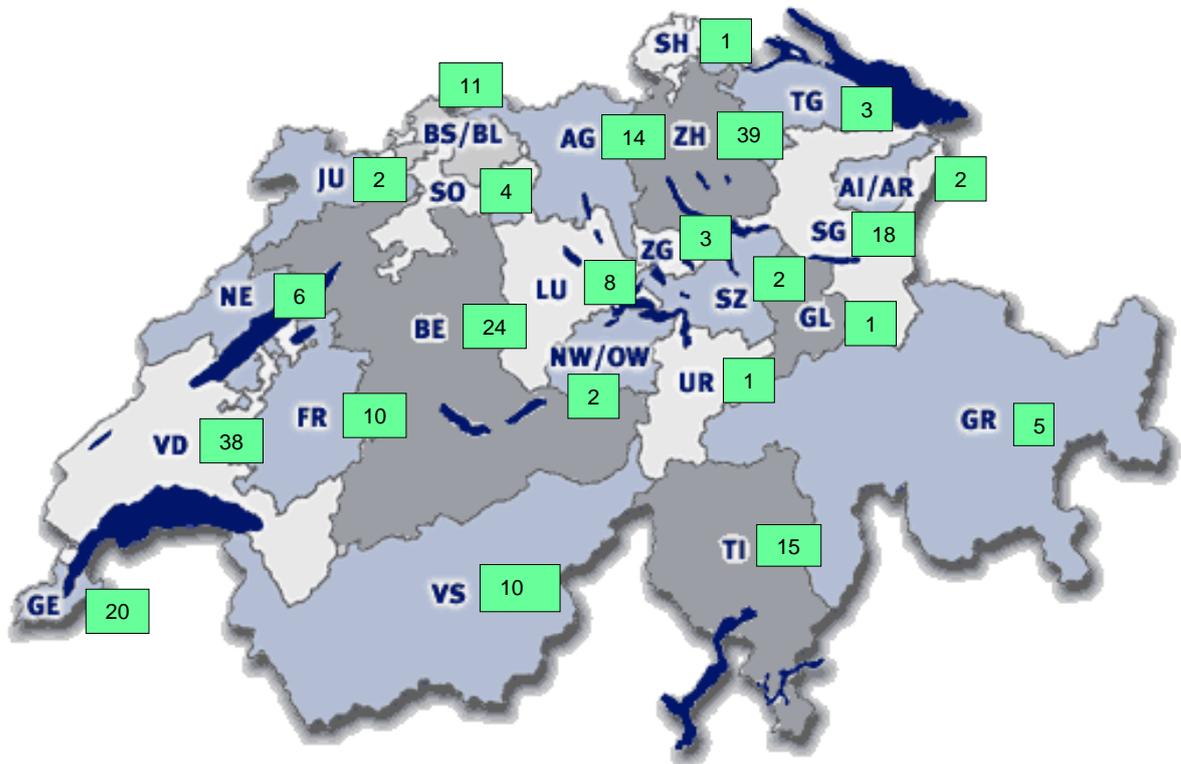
Karte der Schweiz, welche die Anzahl Mammographie-Röntgensysteme pro Kanton zeigt
